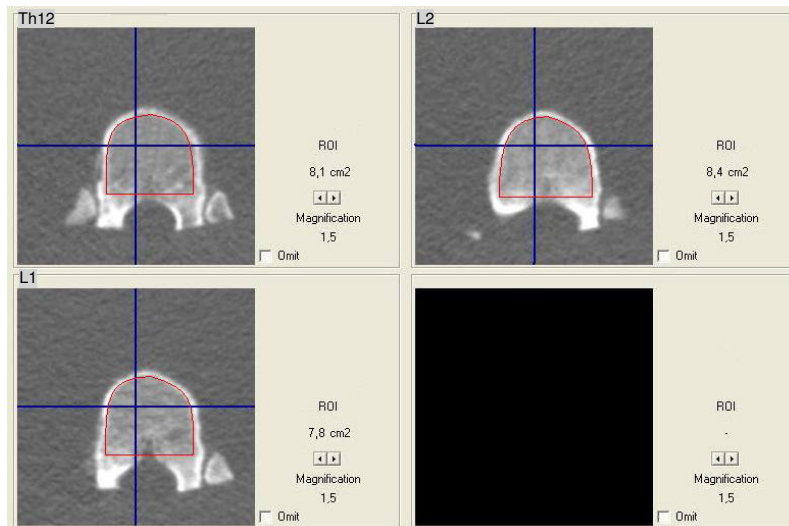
Computergestützte Berechnung der Querschnittsflächen der Brustwirbelkörper 11 und 12 und des Lendenwirbelkörpers 1 in der Computertomographie (axiale Schnittführung)
